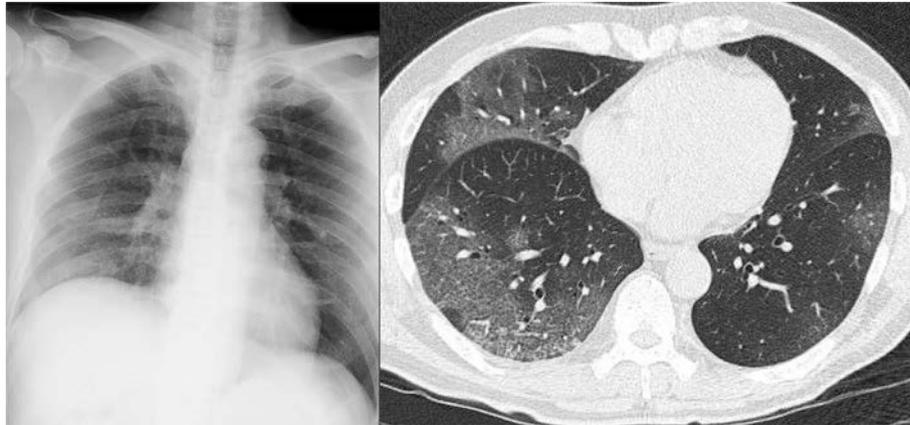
Chest-X-ray and chest HRCT on admission. The chest-X-ray showed ground glass opacities distributed in the right lower lung fields. The chest CT showed localized ground glass opacities in the middle lobe, the lingual segment, and both lower lobes of the lung. The shadows in the right lower lobes were most predominant.
